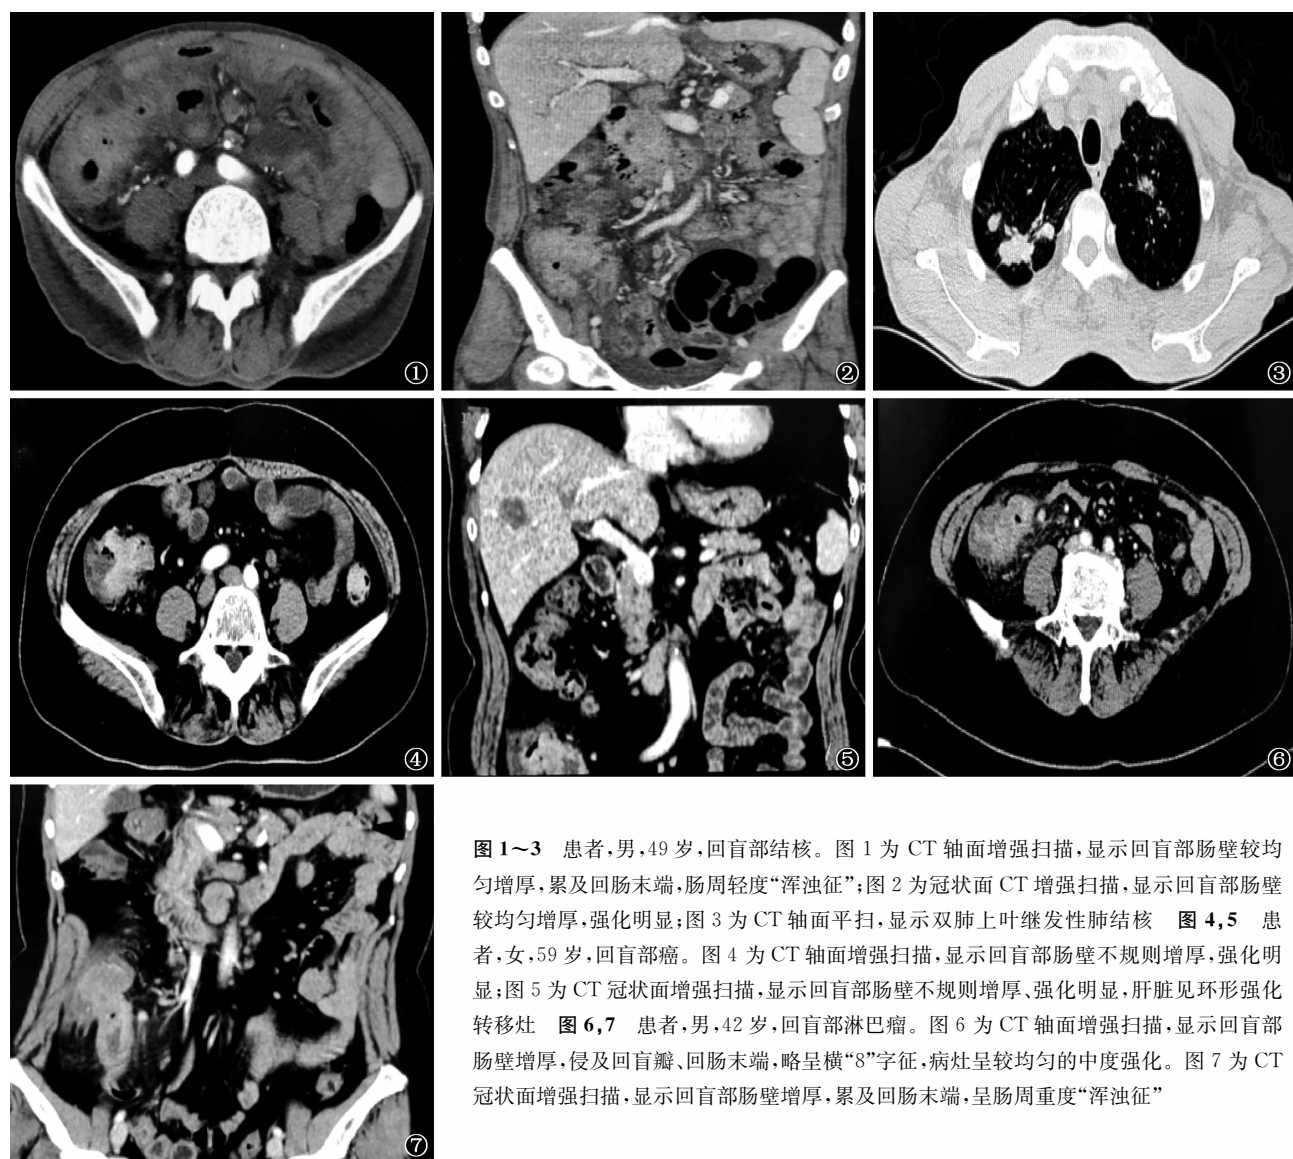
~3 患者,男,49 岁,回盲部结核。图 1 为 CT 轴面增强扫描,显示回盲部肠壁较均匀增厚,累及回肠末端,肠周轻度“浑浊征”;图 2 为冠状面 CT 增强扫描,显示回盲部肠壁较均匀增厚,强化明显;图 3 为 CT 轴面平扫,显示双肺上叶继发性肺结核 图 4,5 患者,女,59 岁,回盲部癌。图 4 为 CT 轴面增强扫描,显示回盲部肠壁不规则增厚,强化明显;图 5 为 CT 冠状面增强扫描,显示回盲部肠壁不规则增厚、强化明显,肝脏见环形强化转移灶 图 6,7 患者,男,42 岁,回盲部淋巴瘤。图 6 为 CT 轴面增强扫描,显示回盲部肠壁增厚,侵及回盲瓣、回肠末端,略呈横“8”字征,病灶呈较均匀的中度强化。图 7 为 CT 冠状面增强扫描,显示回盲部肠壁增厚,累及回肠末端,呈肠周重度“浑浊征”
